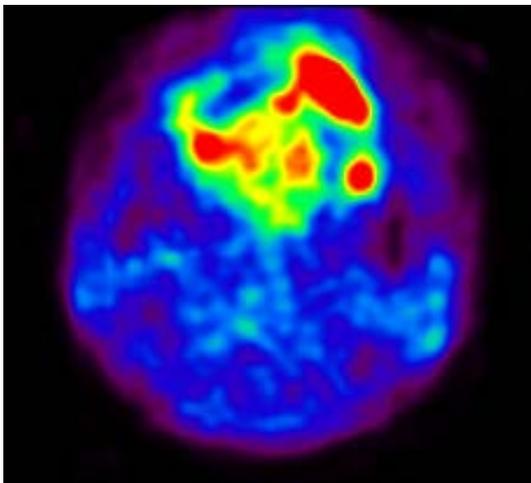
左側上顎PET画像(SUVmax9.43)
